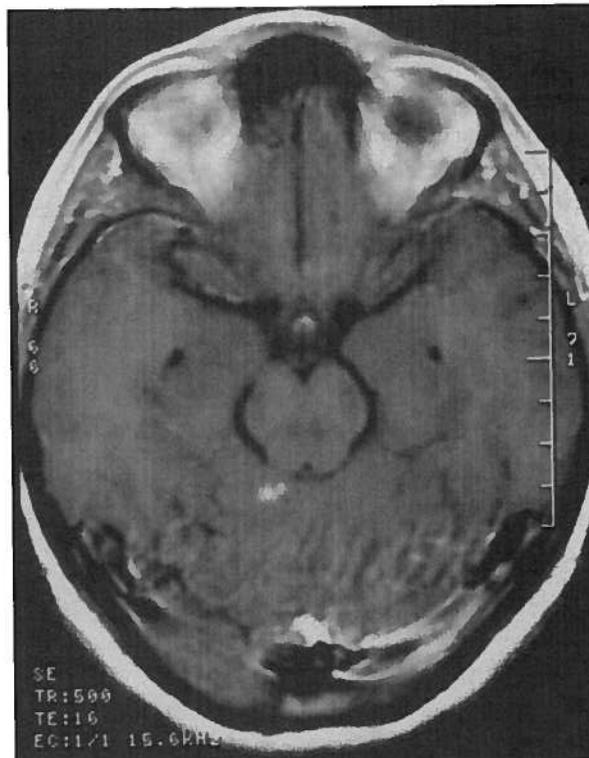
RM axial T1 com Gad. - Metástase vermiana direita.
